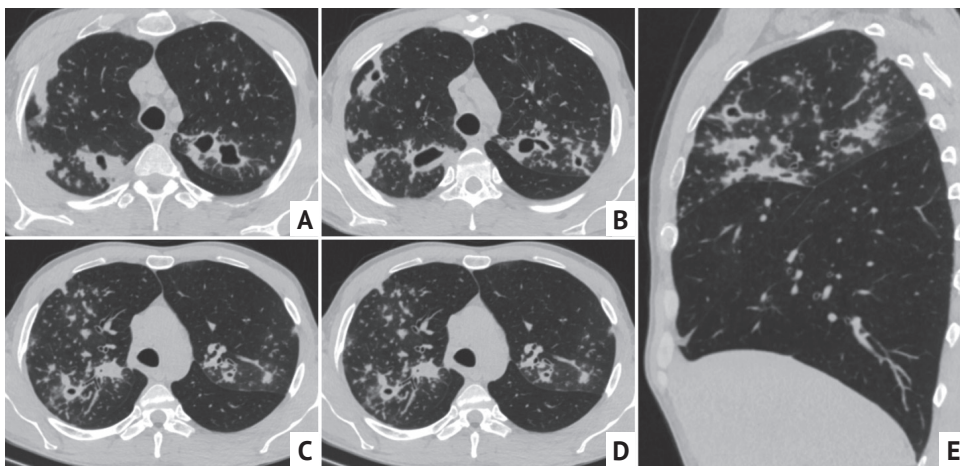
Пациент 40 лет, компьютерная томограмма органов грудной клетки в аксиальной (A–D) и сагиттальной (E) проекциях. Подострый диссеминированный туберкулез легких в фазе распада и инфильтрации. В верхних долях легких на фоне очагов и небольших инфильтратов имеют место каверны неправильной формы
